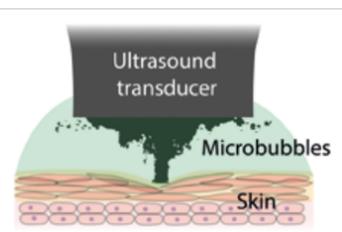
Les microbulles induites par les ultrasons assurent la bioadhésion
